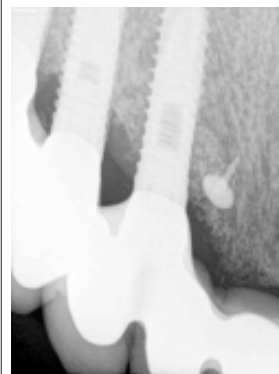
Radiografía periapical 3 meses tras la intervención.
